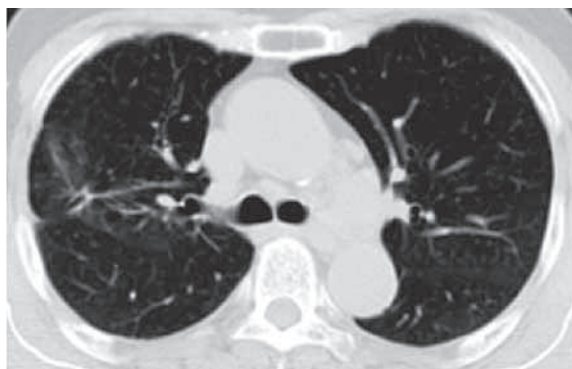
Chest CT scan image after the 18 months treatment of pulmonary *M. shinjukuense* disease.
